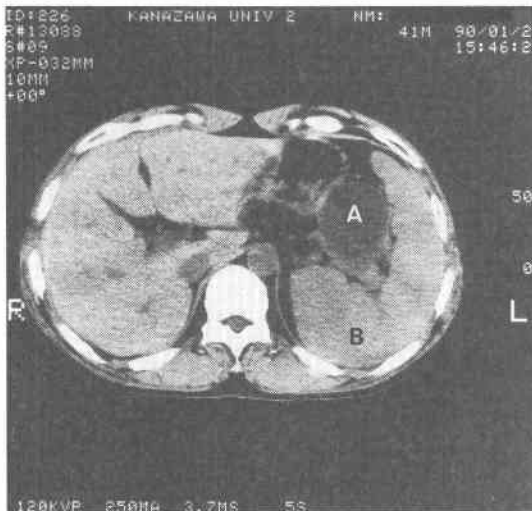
Pre-operative CT-scan shows a pancreatic tail cyst and splenomegaly. (A : pancreatic tail cyst B : spleen)
